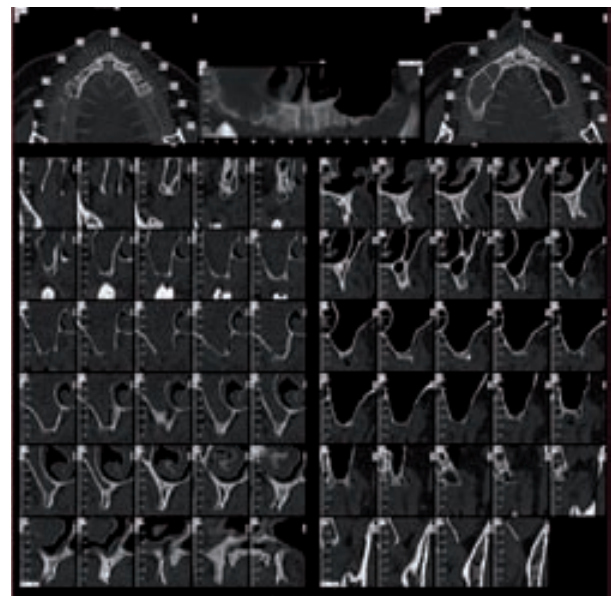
TAC; se aprecia gran reabsorción ósea
